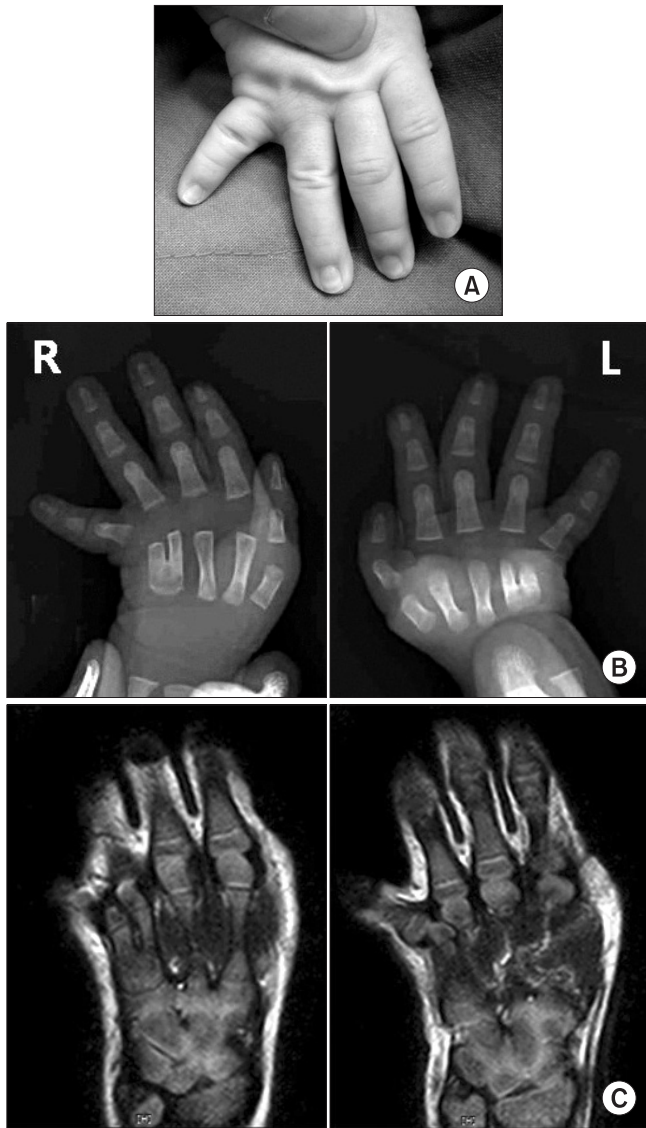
Preoperative evaluation. (A) Clinical photo of the hand shows marked abduction of the fifth finger. (B) Preoperative radiographs show bilateral metacarpal synostosis of the fourth and fifth fingers. (C) Preoperative magnetic resonance image shows a hypoplastic metacarpopharyngeal joint.
